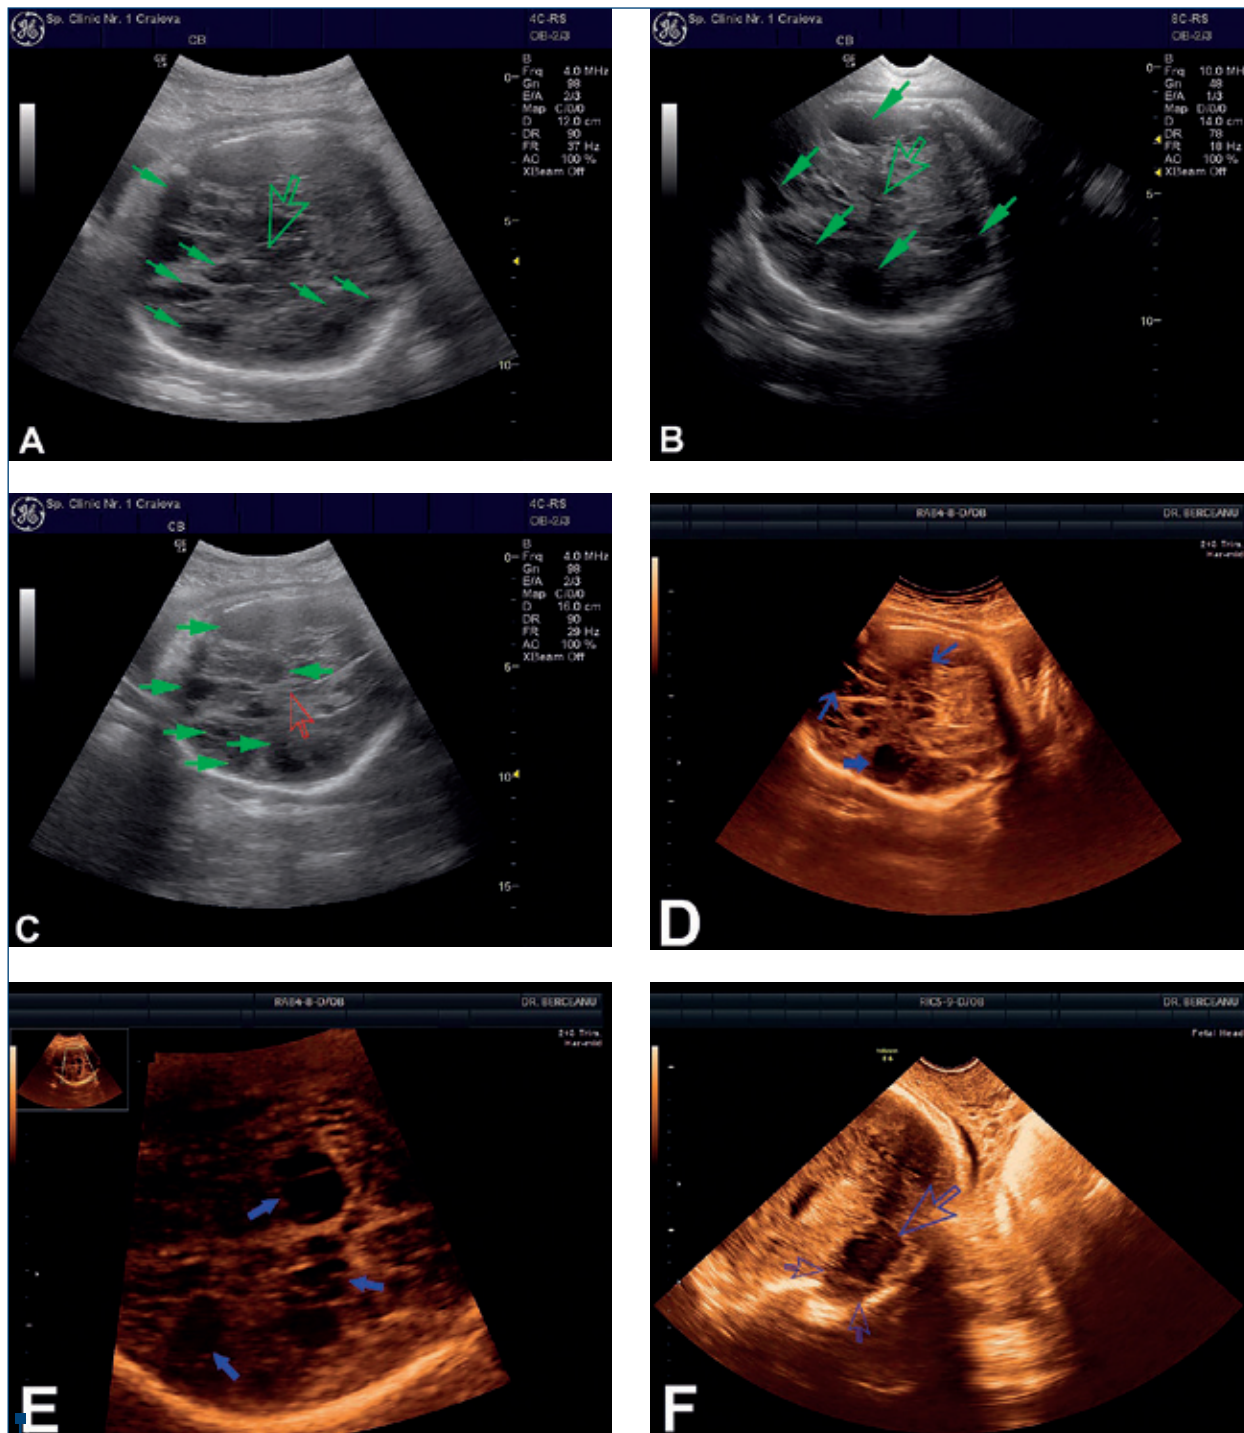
A, B, C. Imagini ultrasonografice transabdominale, secțiune transversală a capului fetal, demonstrând hemoragie intracraniană prin accident vascular cerebral determinat de embolie masivă și ischemie ulterioară; trombofilie autoimună maternă (Sindrom antifosfolipidic obstetrical). Multiple arii distructive cerebrale diseminate bilateral (săgeți verzi), intraventricular și intraparenchimatous, ecoul liniei mediane prezent integru (A, B) (săgeți verzi transparente) sau deplasat (C) (săgeată roșie transparentă). D, E. Imagini ultrasonografice transabdominale, secțiune transversală a capului fetal, demonstrând leziuni cerebrale distructive, porencefalie, distrucție cerebrală cu formarea cavităților chistice bilateral (săgeți albastre) (sarcină gemelară monocorială, biamniotică, sindrom transfuzor-transfuzat sever cu moartea fetală în utero a unuia dintre feți și porencefalie secundară prin flux embolic circulant masiv la fătul supraviețuitor). F. Imagine ultrasonografică transvaginală, chist porencefalic ce comunică cu ventriculul lateral (săgeți albastre transparente)
